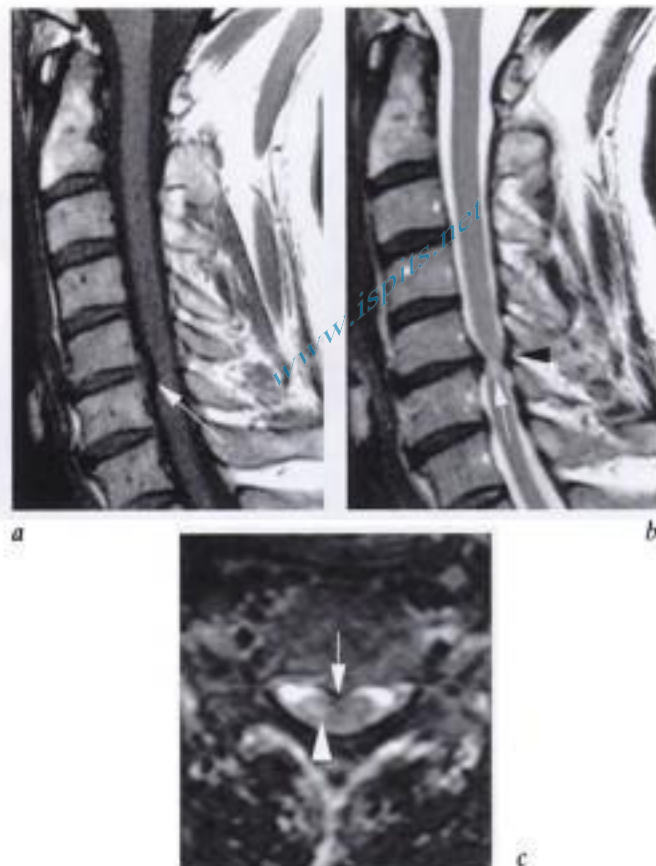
Débord discal cervical avec retentissement médullaire. IRM en coupes sagittales a) T1 et b) T2. Dans un canal cervical relativement étroit constitutionnellement, un large débord discal postérieur en C5-C6 détermine une empreinte sur le versant antérieur de la moelle épinière (flèche en a) et s'accompagne de signes de souffrance médullaire sous forme d'une plage floue d'hypersignal en pondération T2 (flèche en b). Un bombement des ligaments jaunes participe au rétrécissement canalaire (tête de flèche noire en b). c) Coupe axiale en pondération T2 montrant le débord discal postérieur médian (flèche en c), la déformation antérieure de la moelle épinière et un hypersignal médullaire prédominant à droite (tête de flèche en c).
